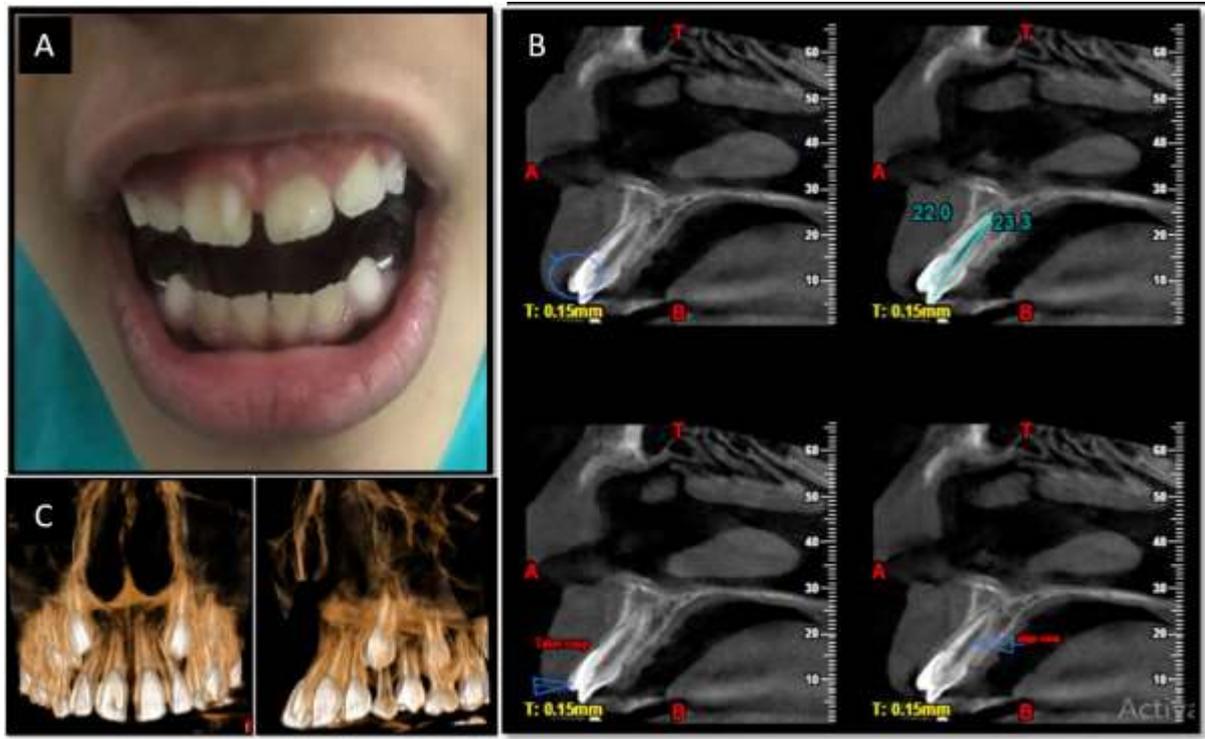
A: Clinical examination of facial talon cusp wrt 11. B: CBCT imaging of facial talon cusp – well defined radiopaque structure, conical in shape present on labial surface wrt 11. (CBCT scan New Tom 3DGO with FOV 6*6). C: CBCT 3D imaging of facial talon cusp – 3D construction image. (CBCT scan New Tom 3DGO with FOV 6*6)
